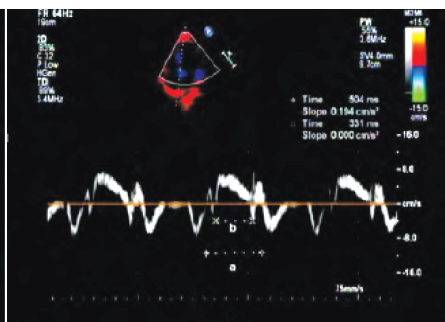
超声心动图测量 CKD 2~3 期组左室功能参数
